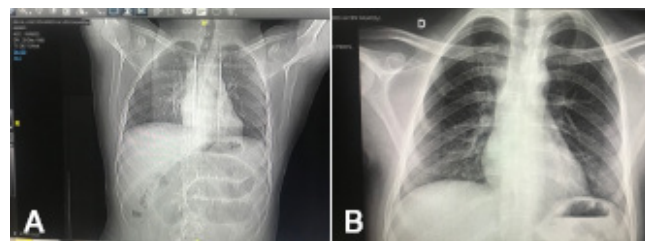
A) RADIOGRAFIA DE TÓRAX COM INFILTRAÇÃO A DIREITA (PNEUMONIA BACTERIANA); B) DISTENSÃO PRONUNCIADA DE ALÇAS DE DELGADO PROXIMAL.
